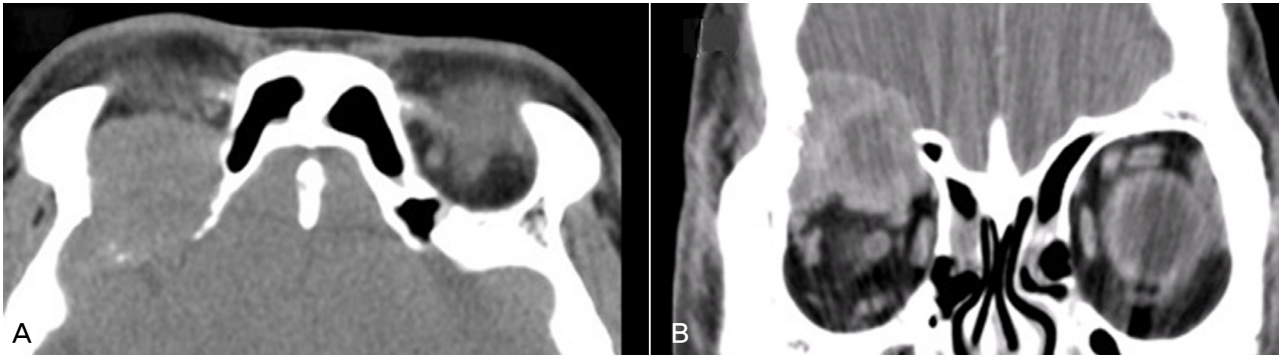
(A) Axial CT reveals a large superior orbital mass with adjacent bony erosion. (B) Coronal CT depicts invasion of the superior muscle by the mass with destruction of the superior orbital wall.
